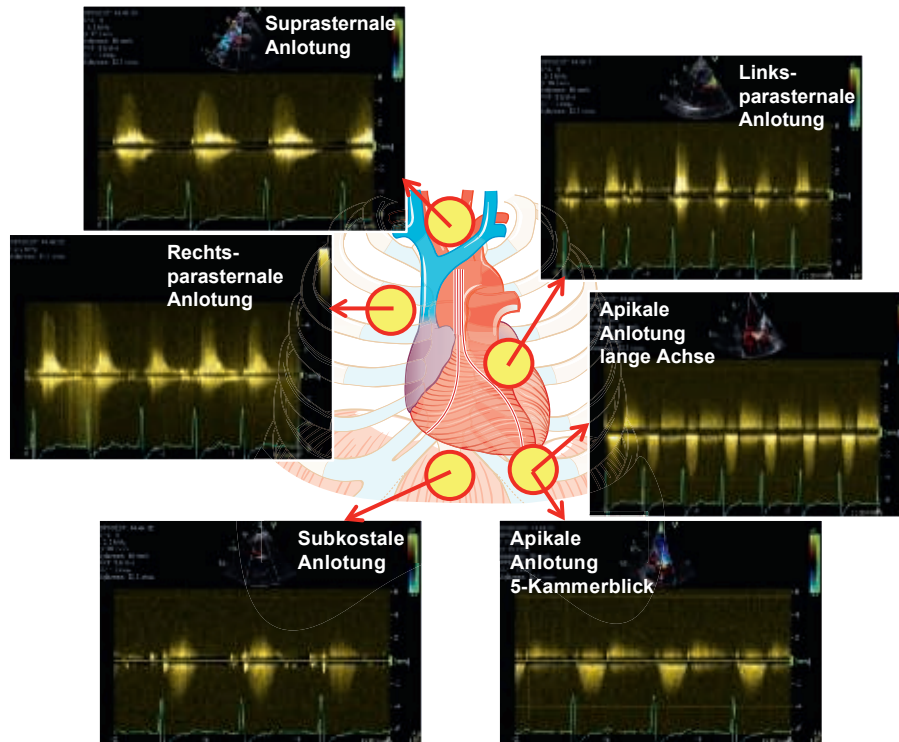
Anlotungsmöglichkeiten der Aortenklappe bei einem Patienten mit Aortenklappenstenose. Grundsätzlich sollten bei Anlotungsschwierigkeiten der transvalvulären Blutflussgeschwindigkeiten alle Anlotungspunkte genutzt werden. Hier sind die cw-Doppler-Spektren der entsprechenden Dokumentationen gezeigt.
